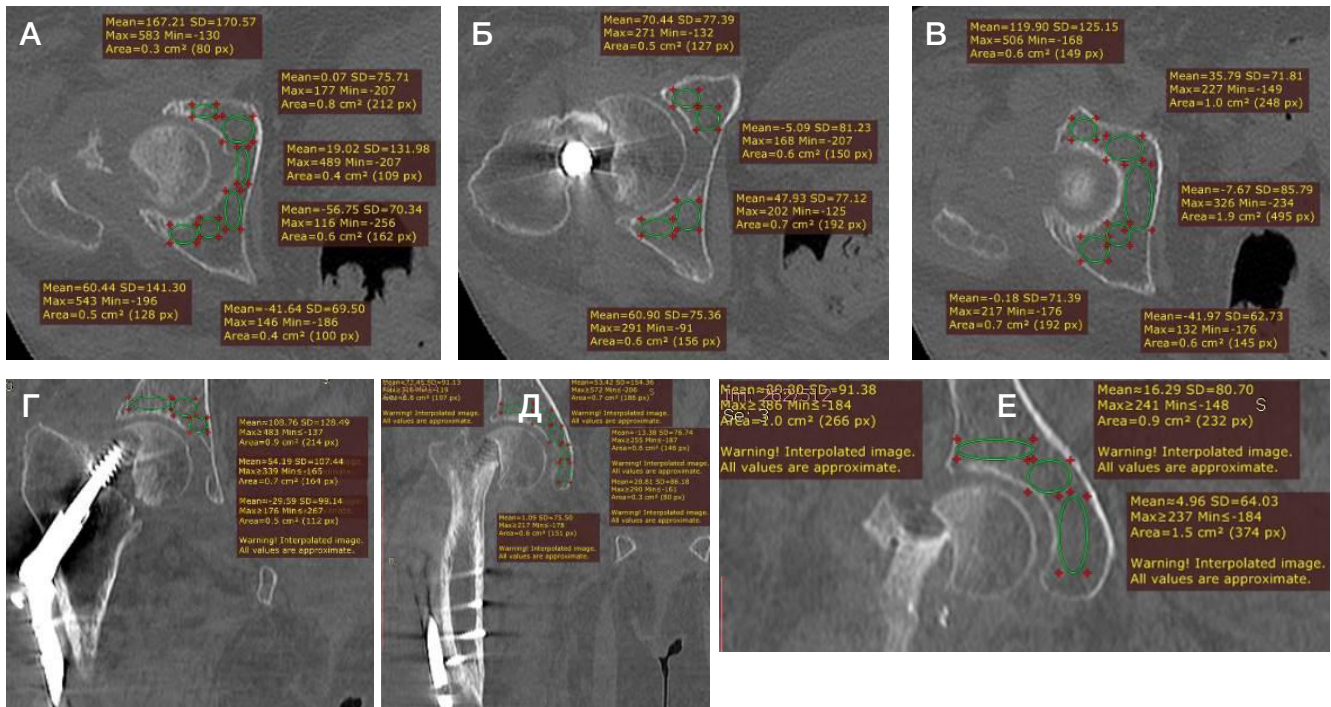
Определение плотности опорных зон кости в области вертлужной впадины на основе КТ пациента 73 лет в горизонтальной (А, Б, В) и фронтальной (Г, Д, Е) проекциях: на уровне нижнего отдела вертлужной впадины (А); на уровне среднего отдела вертлужной впадины (Б); на уровне верхнего отдела вертлужной впадины (В) (Общее среднее значение плотности по шкале Хаунсфилда — 30,65 HU); на уровне заднего отдела вертлужной впадины (Г); на уровне среднего отдела вертлужной впадины (Д); на уровне переднего отдела вертлужной впадины (Е). (Общее среднее значение плотности по шкале Хаунсфилда — 30,09 HU)
